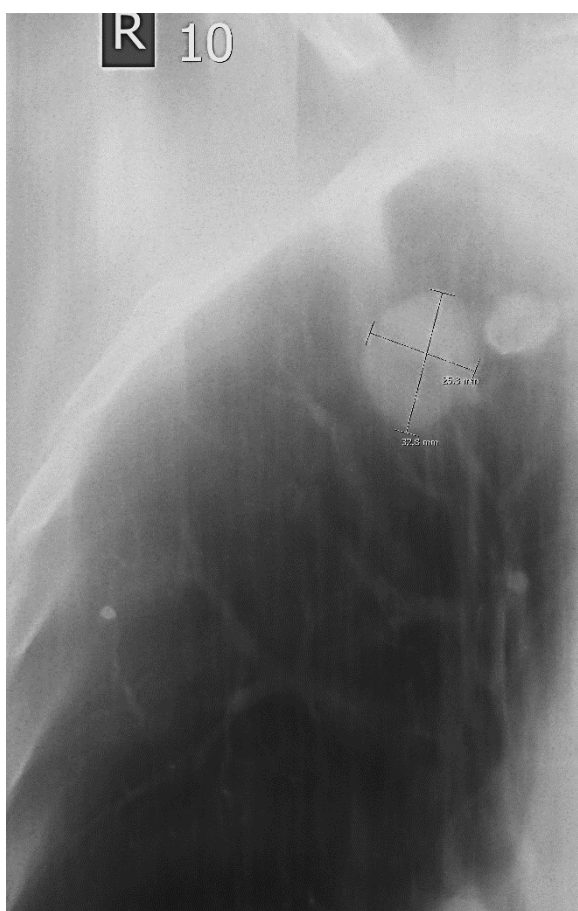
Линейная цифровая рентгеновская томография.
